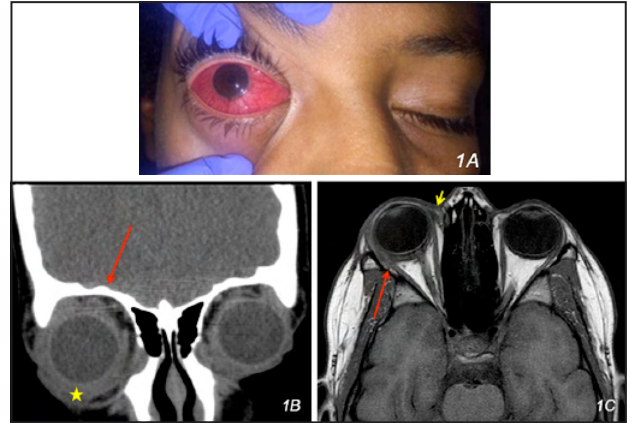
Exploració física a l'arribada amb hiperèmia conjuntival important, quemosi conjuntival, exoftàlmia i edema/eritema palpebral. 1B. Tomografia computada cranial (tall coronal) amb augment del greix periocular (estrella groga) i exotropia anterior dreta (fletxa vermella). 1C. Resonància magnètica cranial (tall axial, seqüència T1, sense contrast) amb engruïment del greix periocular (fletxa vermella) i engruïment de la glàndula lacrimal (fletxa groga).
